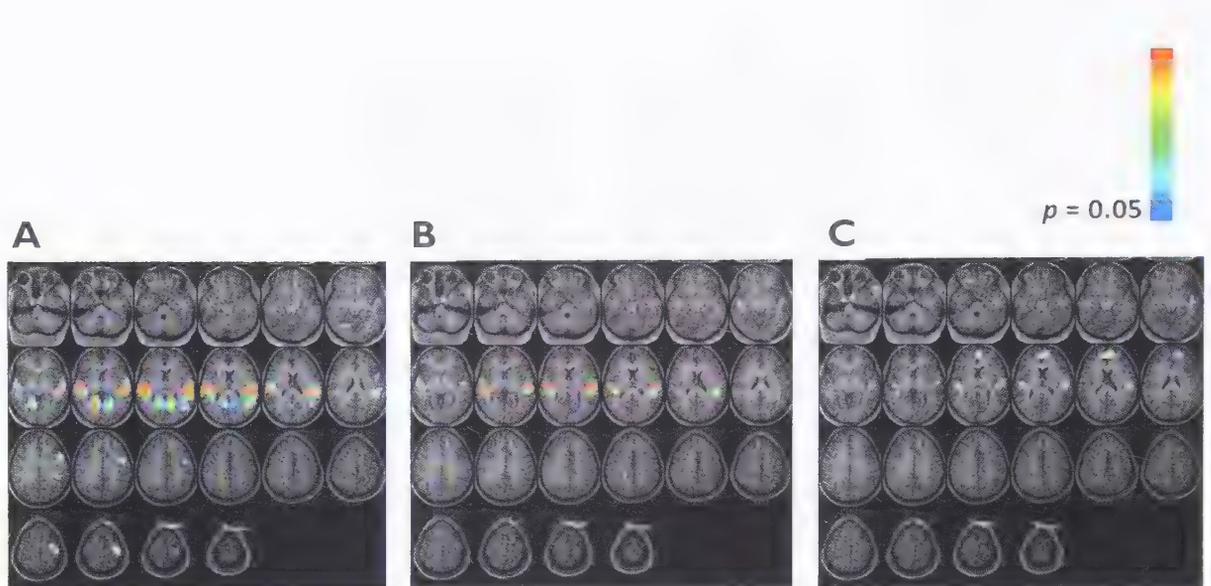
Imágenes de resonancia magnética en cerebros: A) grupo con desarrollo ordinario de la misma edad cronológica que la del síndrome de Down; B) grupo con desarrollo ordinario de la misma edad mental que la del síndrome de Down; C) grupo con síndrome de Down. Las imágenes se presentan de acuerdo con la convención radiológica, de modo que el lado izquierdo de la imagen corresponde al hemisferio derecho del cerebro. (Según Jacola et al., 2013; en Flórez 2014)
